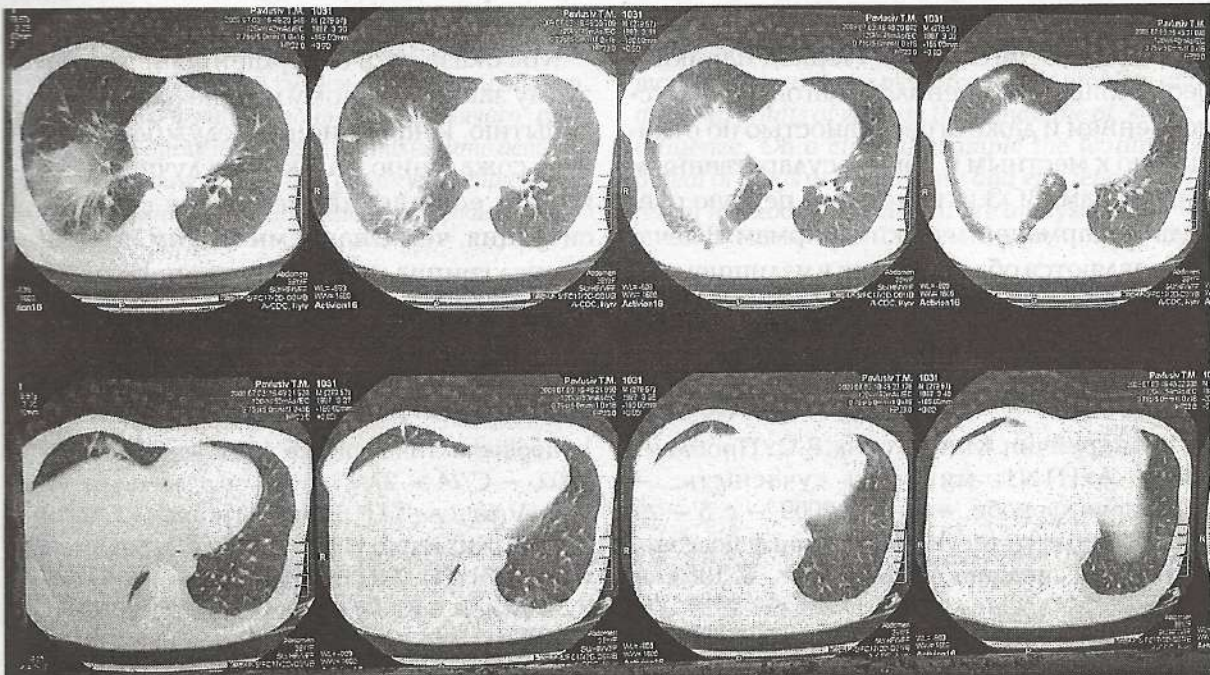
Компьютерная томография больной П., 12-й день болезни. (09.12.09).
